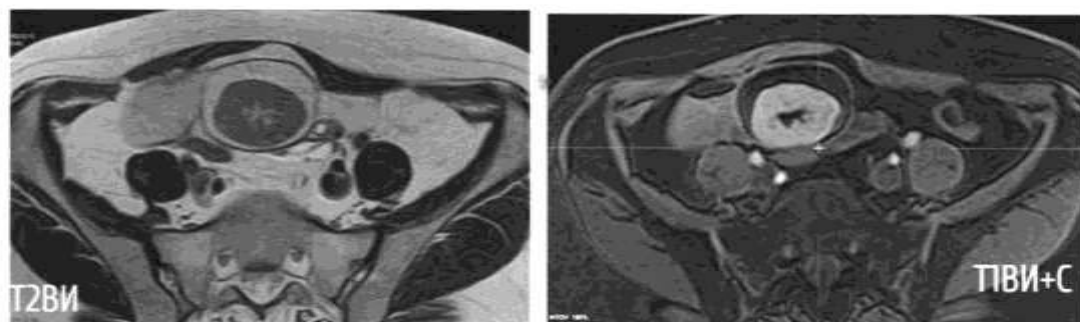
Categorization of ovarian masses as O-RADS MRI 3
